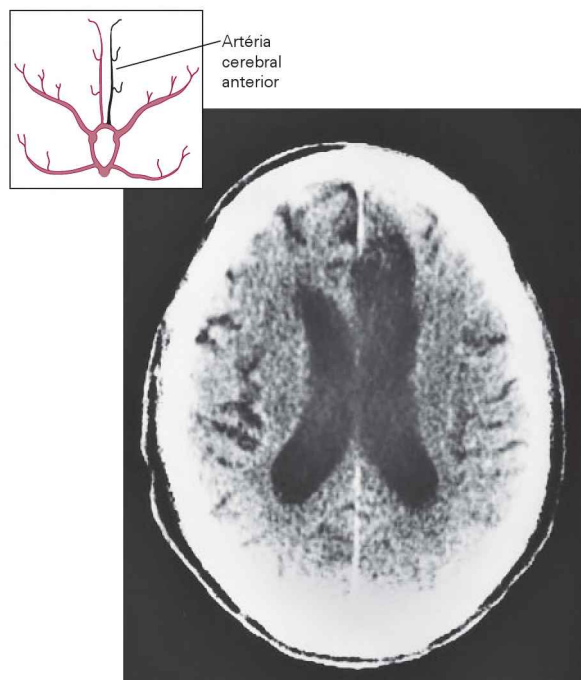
Figura C-5 Tomografia computadorizada mostrando infarto (área escura) no território da artéria cerebral anterior. (Reproduzida, com permissão, de Allan J. Schwartz.)
